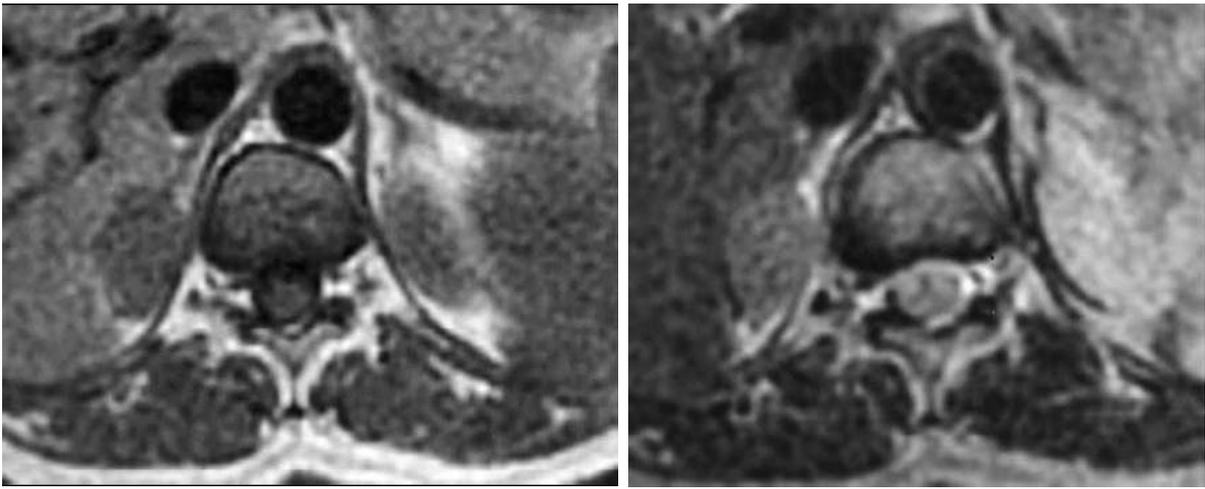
МРТ: *а* – режим Т1 гипоинтенсивная смешанноклеточная аденома правого надпочечника; *б* – то же новообразование в режиме Т2, дающее гетерогенный гиперинтенсивный сигнал
